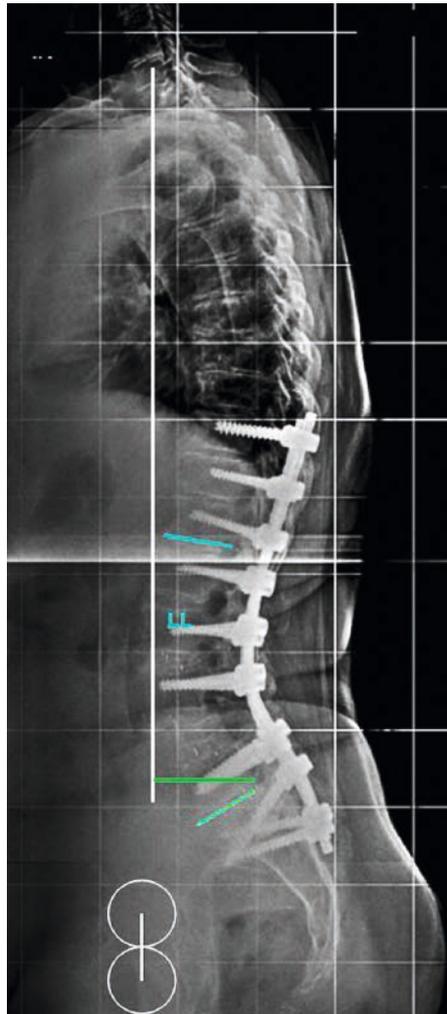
Röntgen 2 Jahre nach Pedikelsubtraktionsosteotomie L3 mit Stabilisierung Th10–S2. SVA=65mm, PT30°, LG=10°. Die dem Alter (74 Jahre) angepassten Ziele wurden erreicht
